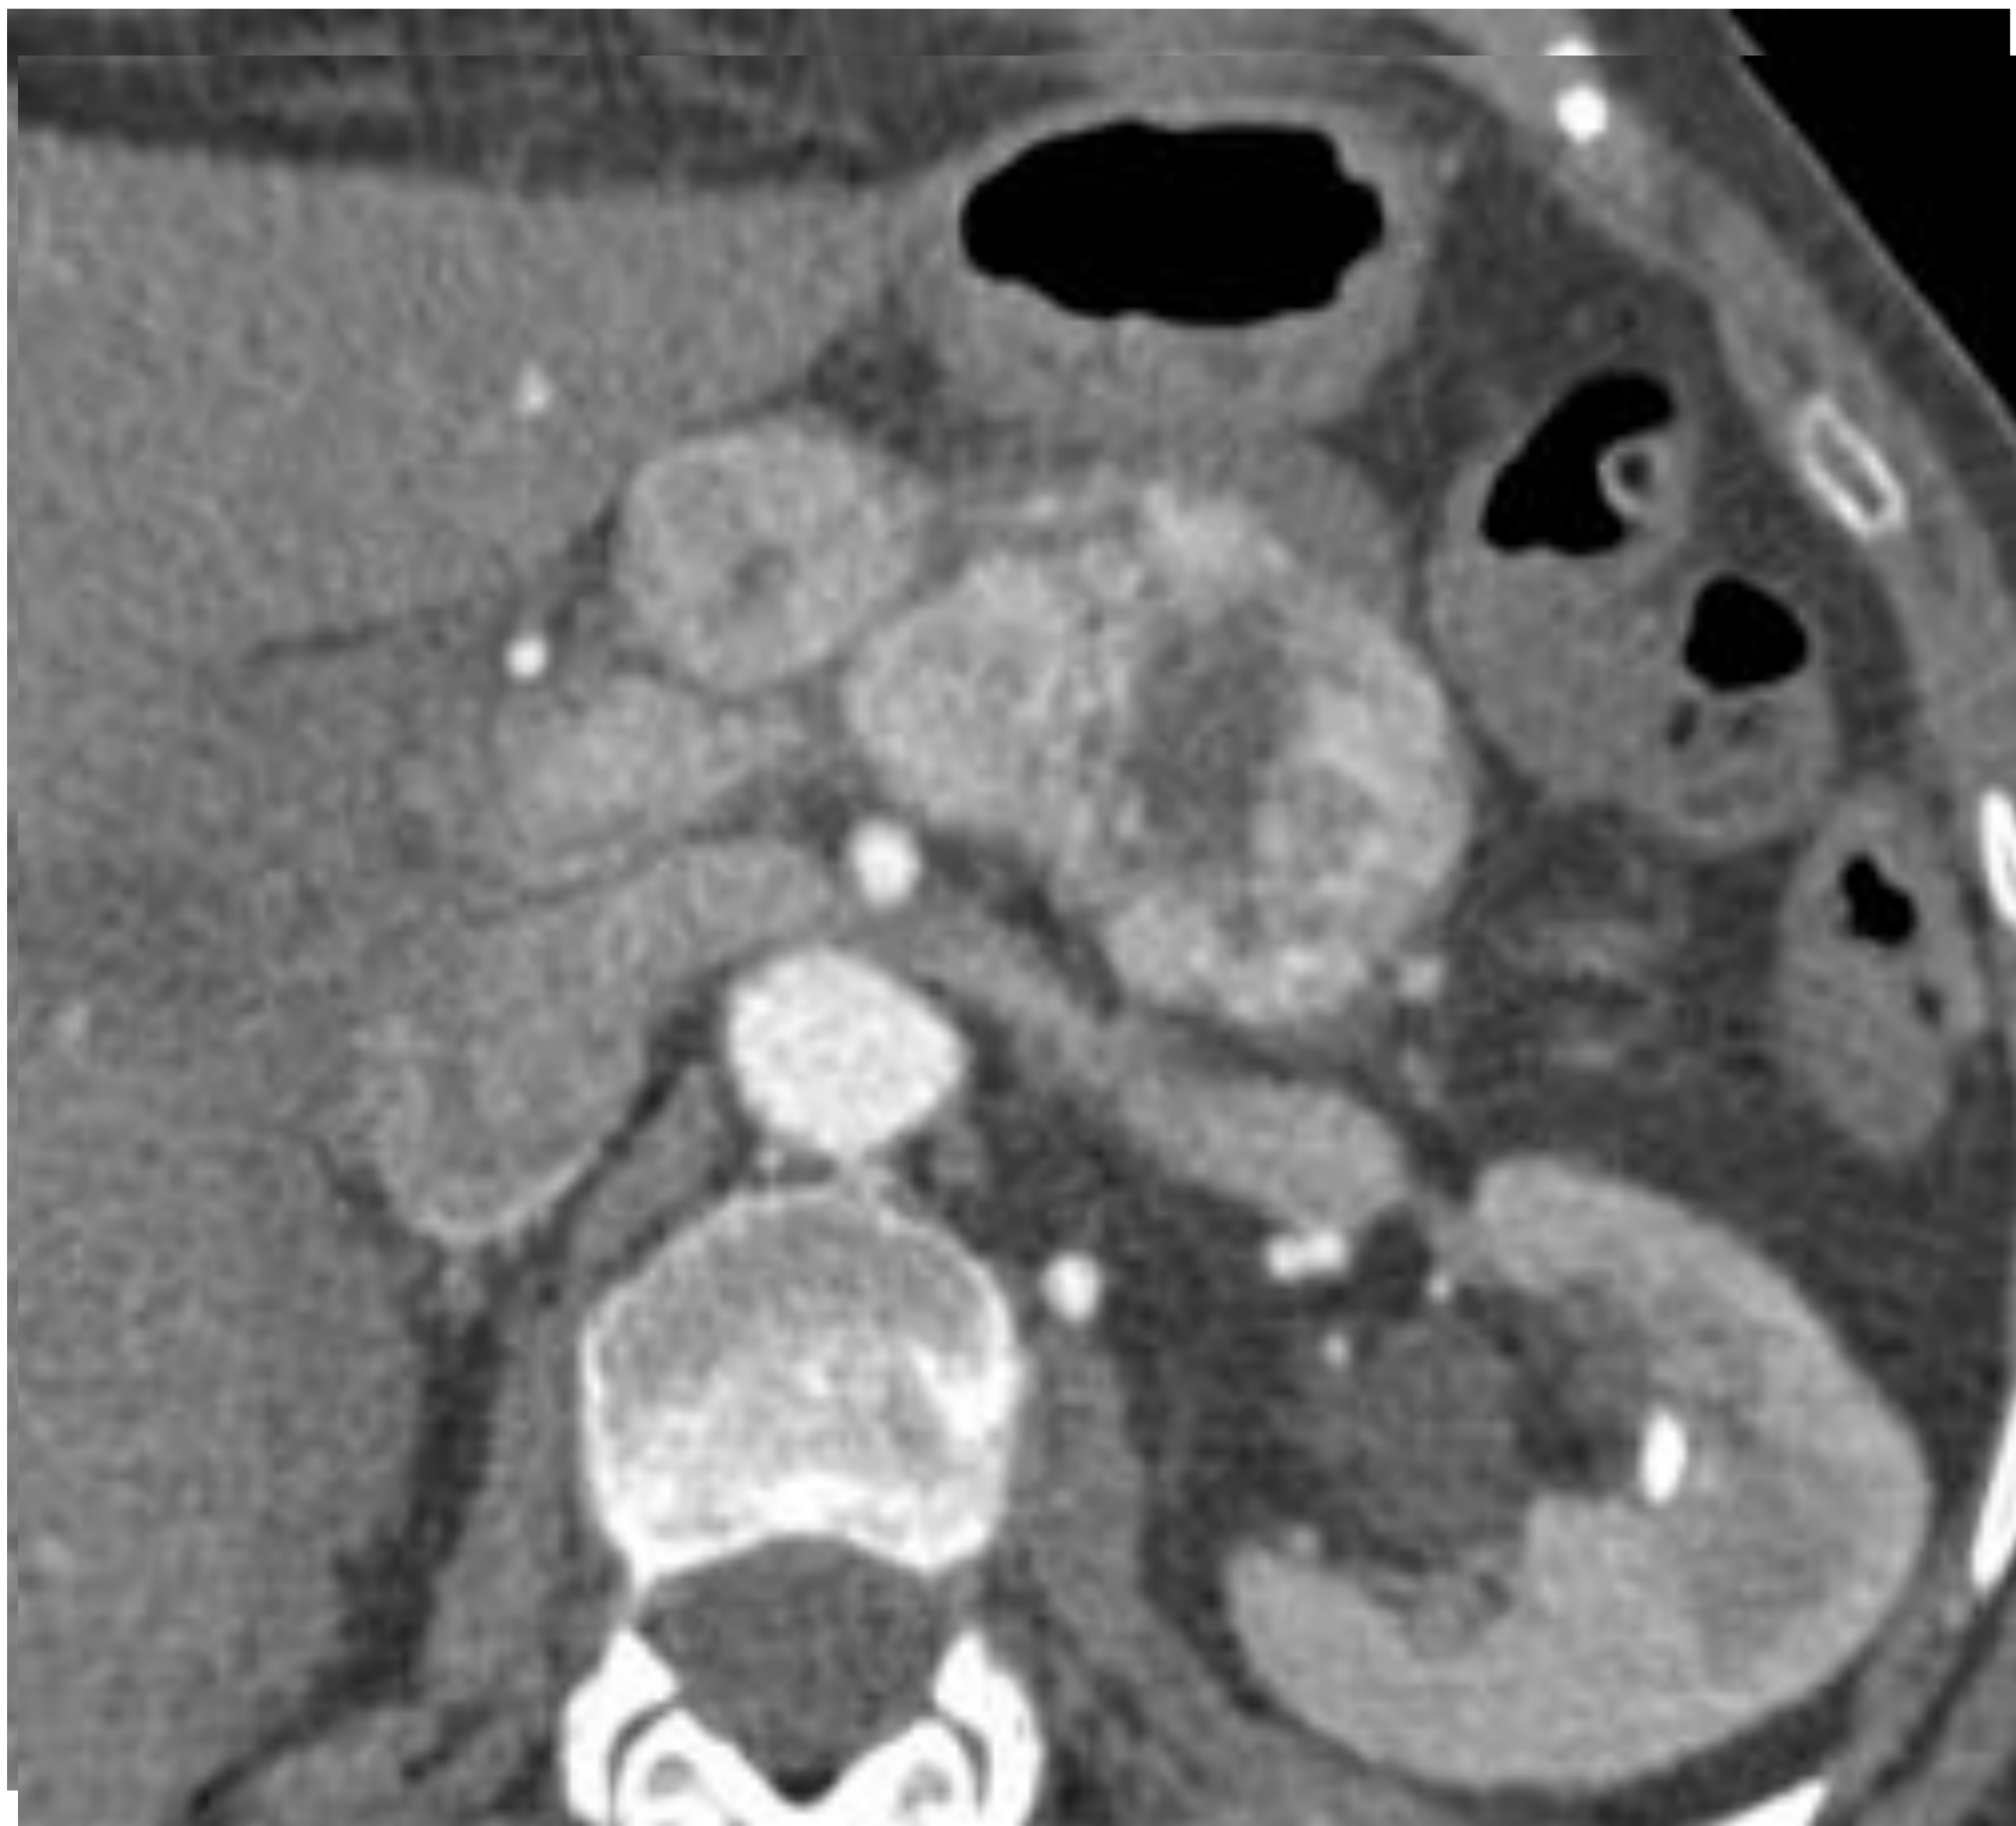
Paciente varón de 69 años de edad, con antecedente de hipernefoma derecho hace 21 años. En estudio TC de seguimiento se descubren metástasis pancreáticas. Se somete a esplenopancreatectomía corpopcaudal radical con venotomía y extracción del trombo portal.
